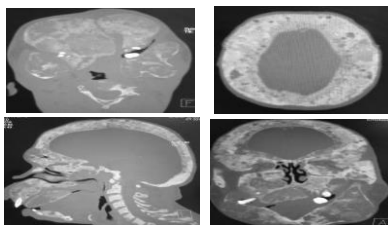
Dysplasie fibreuse crâniofaciale et cervicale. Coupes TDM axiales (A,B), reconstructions sagittale et coronale (C, D) en fenêtre osseuse. Lésions ostéolytiques maxillaires soufflantes, épaissement du diploé associé à une ostéocondensation et des lacunes. Ces lésions sont étendues à la base crânienne, aux os du nez et aux vertèbres cervicales.
